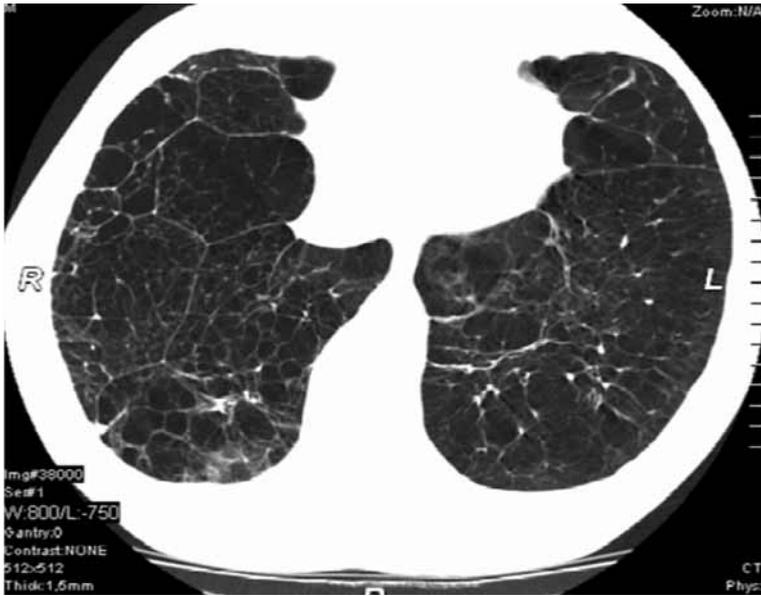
Thorakales CT bei A1AT-bedingtem Lungenemphysem
